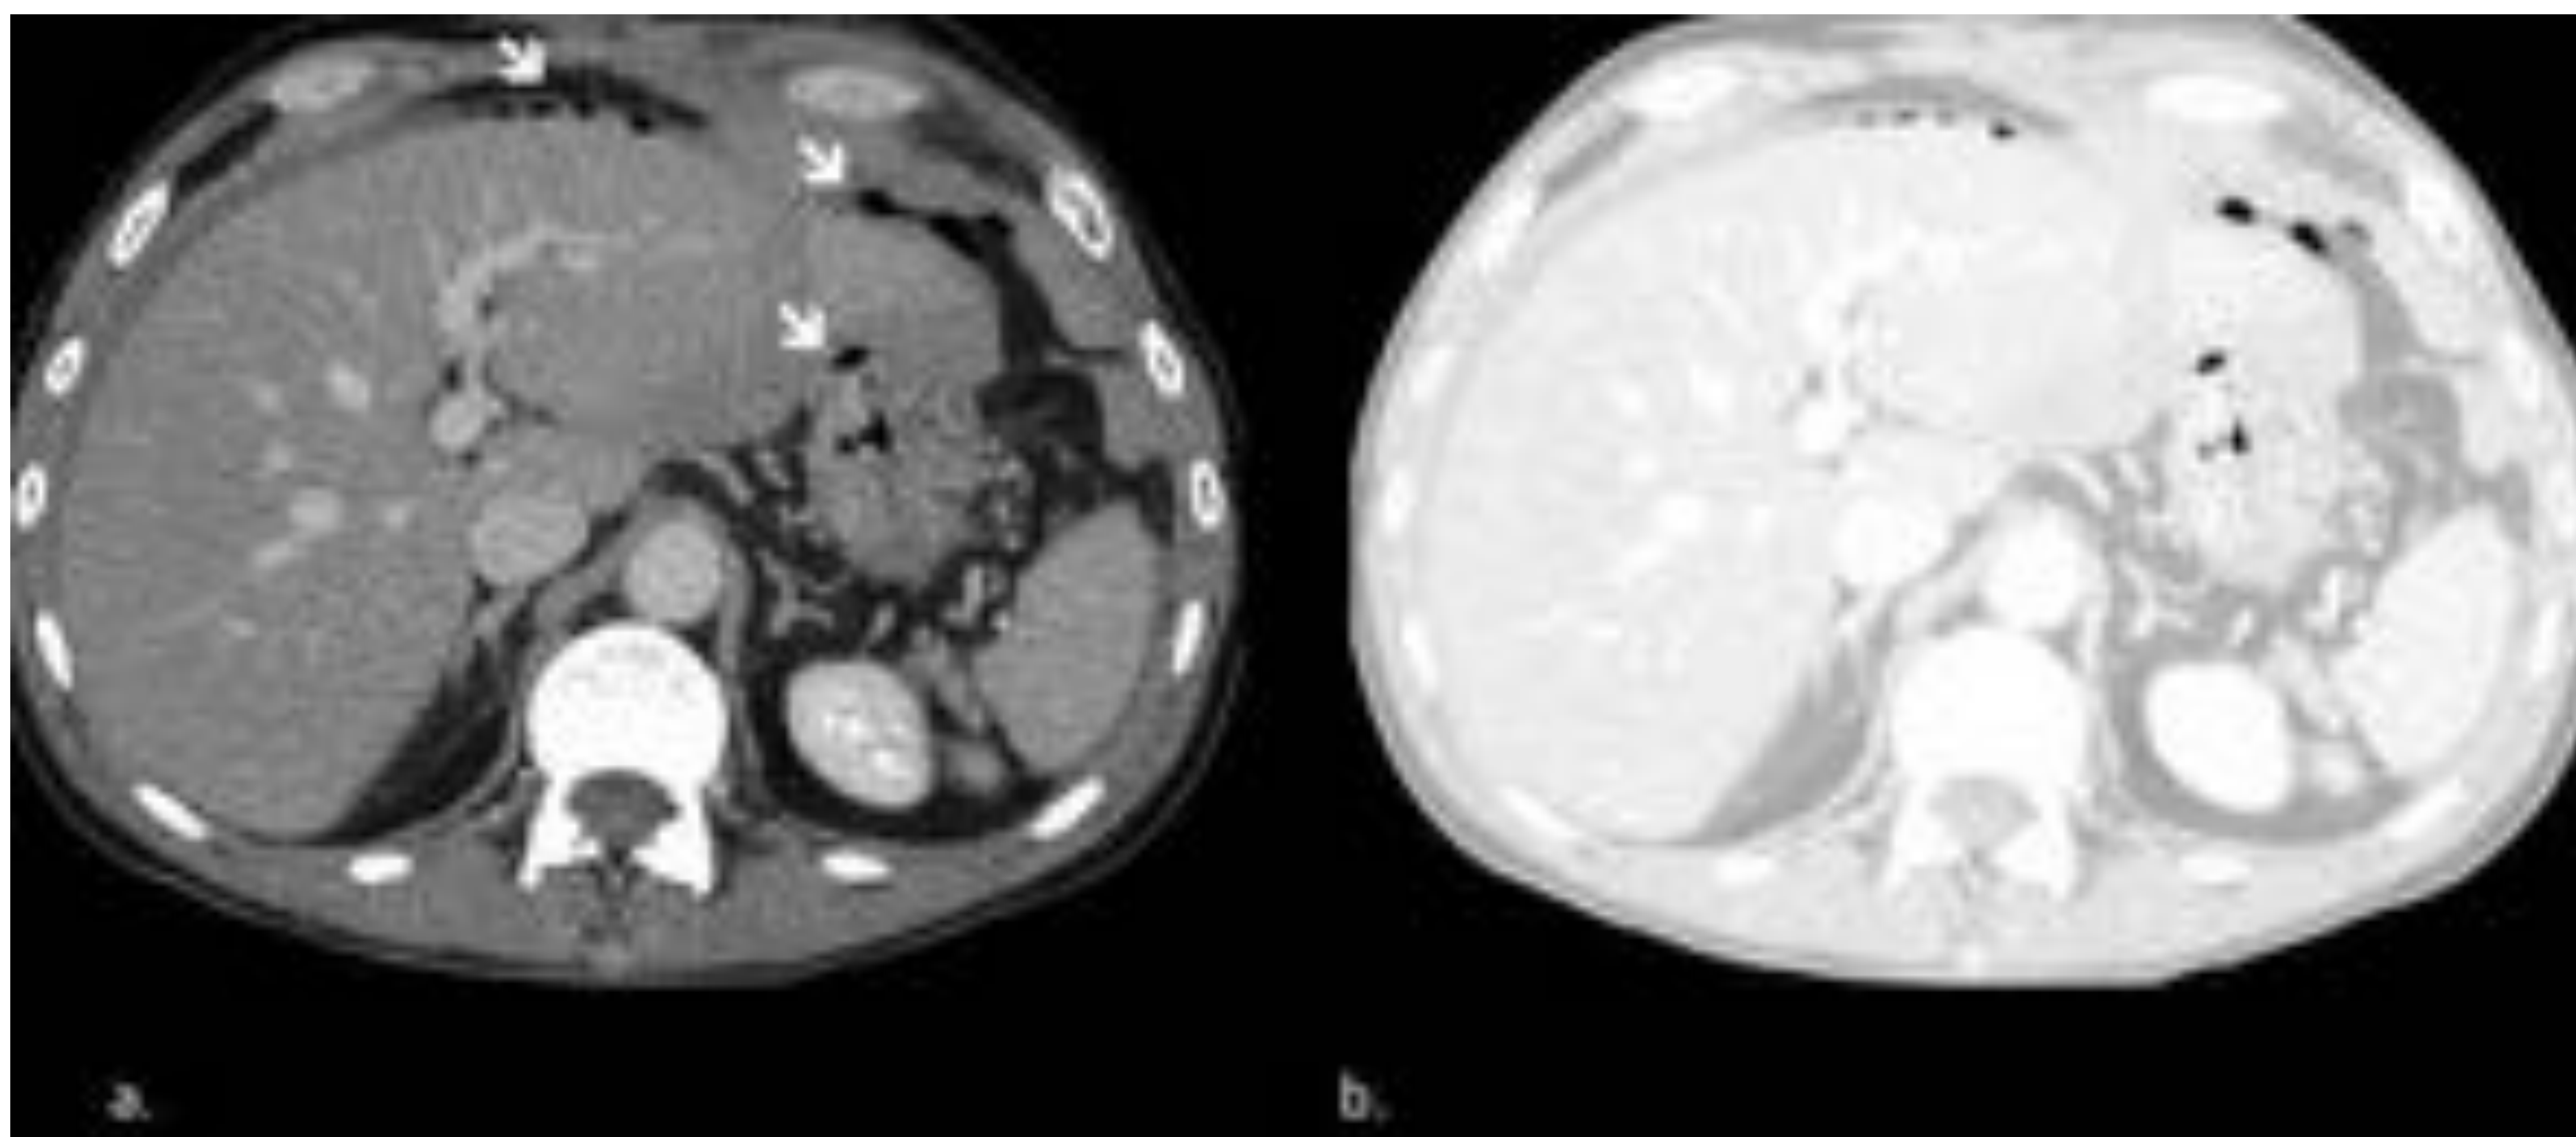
Perforación de víscera hueca traumática. (a) TC con CIV que evidencia aire fuera del lumen gastrointestinal (flecha). (b) TC con ventana pulmonar que demuestra neumoperitoneo de mejor manera.
